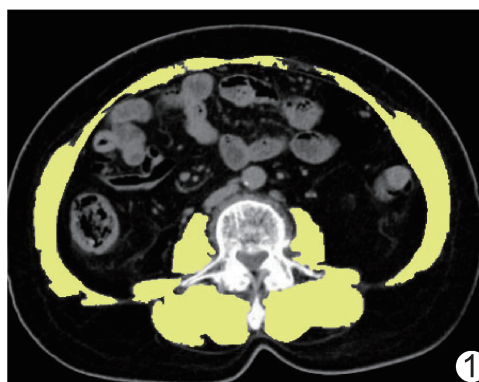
于 L3 椎体水平轴位 CT 图中测量各骨骼肌面积 (黄色区域)
